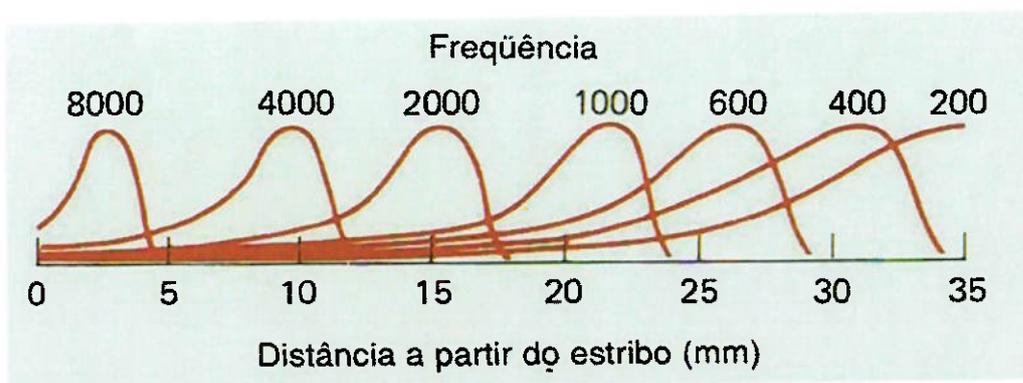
Padrões de amplitude para sons de todas as freqüências entre 200 e 8000 Hz, mostrando os pontos de amplitude máxima (pontos de ressonância) sobre a membrana basilar.
